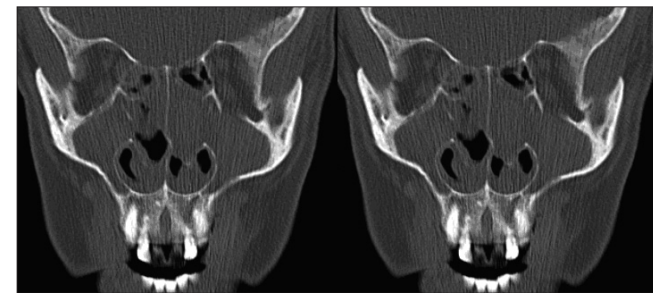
СКТ пацієнтки О. до лікування. Двобічний хронічний поліпозний риніт, гайморит, етмоїдит
